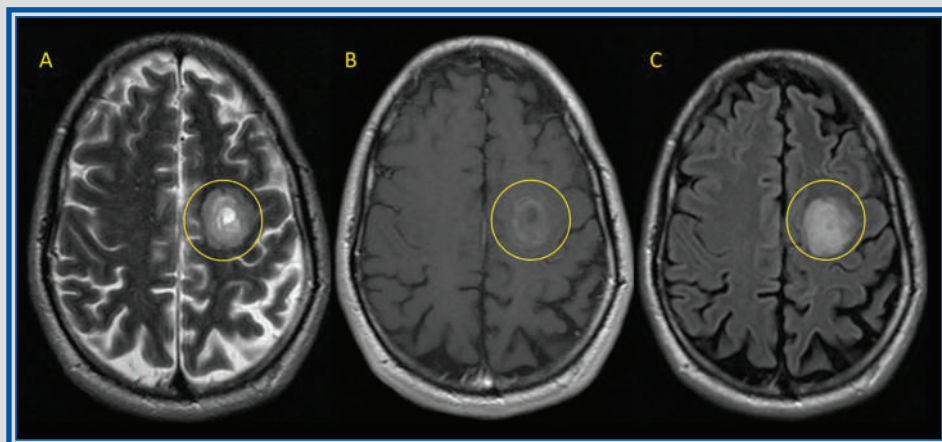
Capítulo 23. Se observa lesión por esclerosi concéntrica de Baló en el centro semioval izquierdo en secuencias T2 (A) y FLAIR (C), en la que se observan anillos concéntricos alternos de hiper e hipointensidad y con un realce poscontraste con un patrón similar (B).
